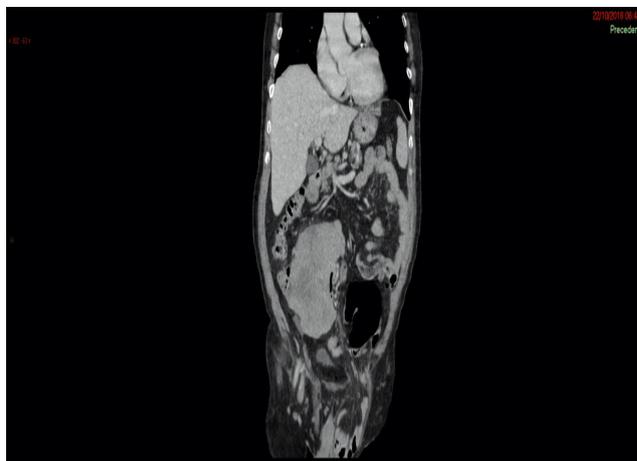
Corte coronal de TC de abdome em janela de partes moles, o qual demonstra que a lesão encontra-se na fossa ilíaca direita
